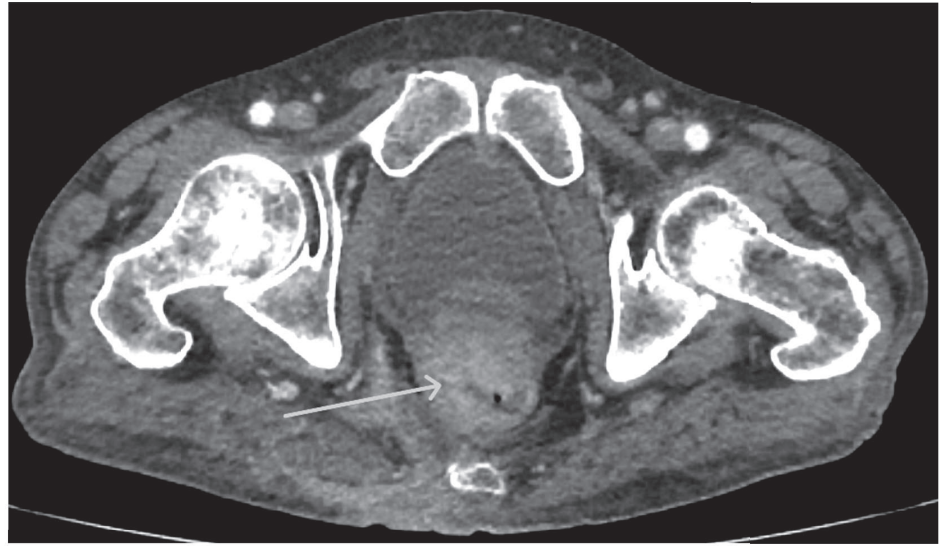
КТ-дослідження до встановлення кишкового стента (стрілками вказано пухлинне звуження)
